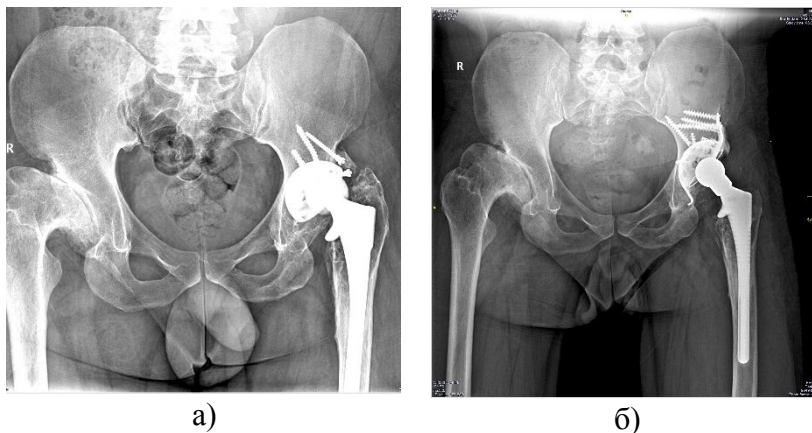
Пациент Г. Рентгенограммы таза в прямой проекции: а) асептическая нестабильность тазового компонента эндопротеза через 14 лет после первичного ЭТБС с костной пластикой крыши ГБК; б) рентгенография после реэндопротезирования
